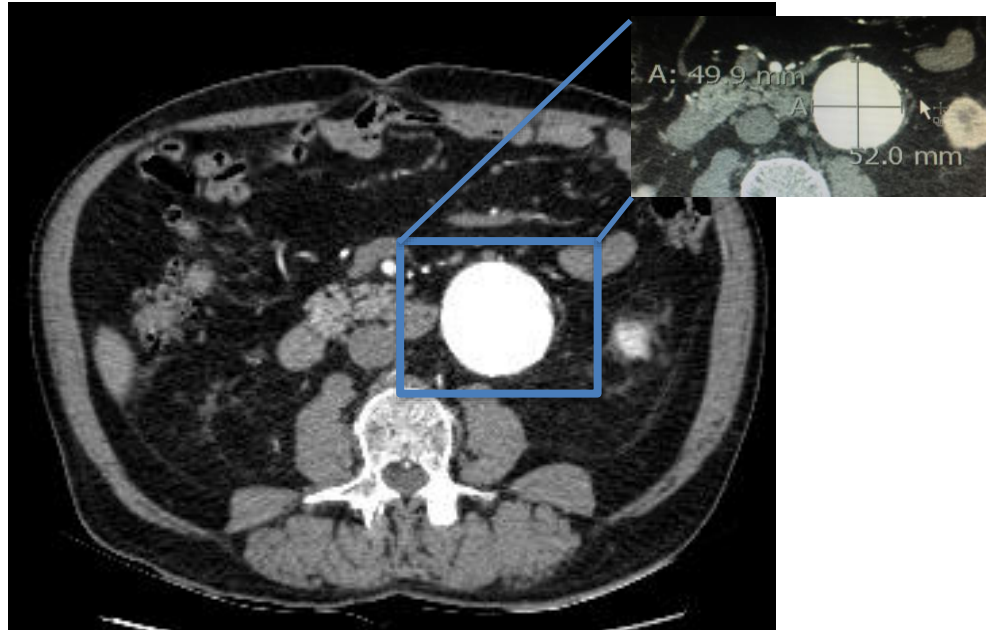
Imagem de corte em plano axial angio TC.
